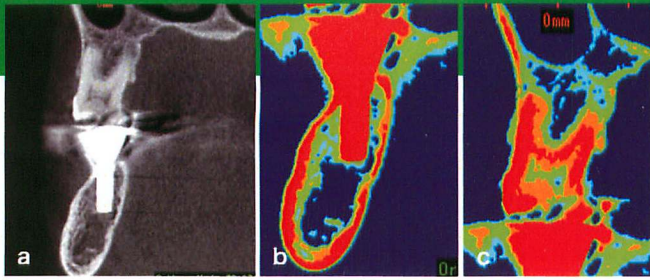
6にインプラントを埋入した直後のCT画像。aは白黒で示す頬舌側のMPR像。b, cは、同MPRにおいてCT値に色づけをした拡大画像を示す。
